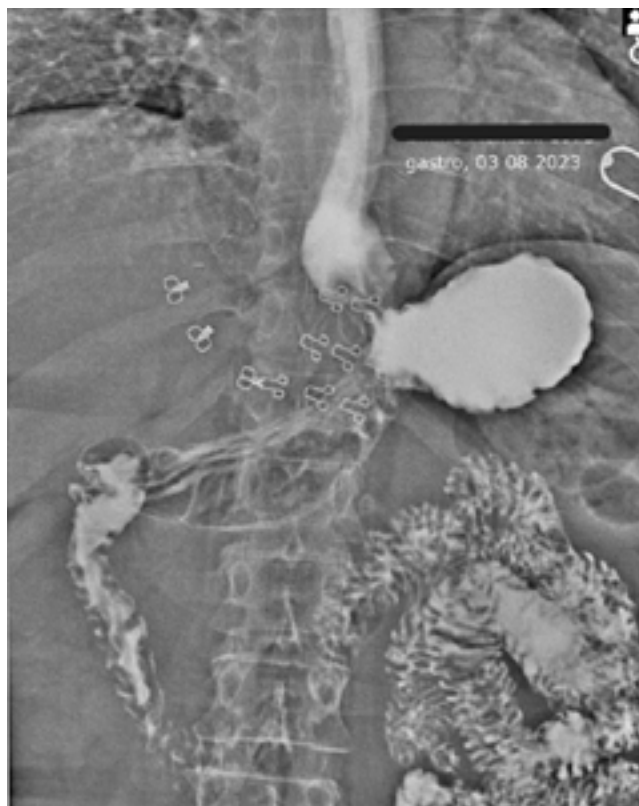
X-ray oesophagram with double contrast study. The image shows a moderate to large sized hiatal hernia along with gastroesophageal reflux.
